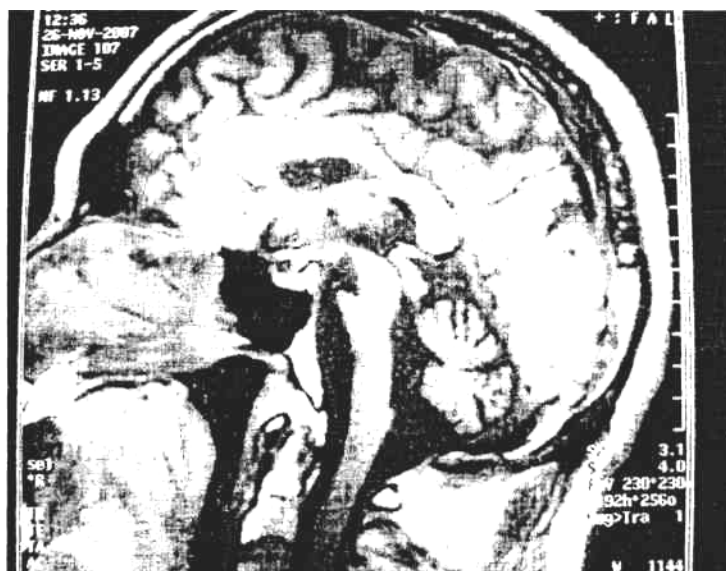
МРТ головного мозга
